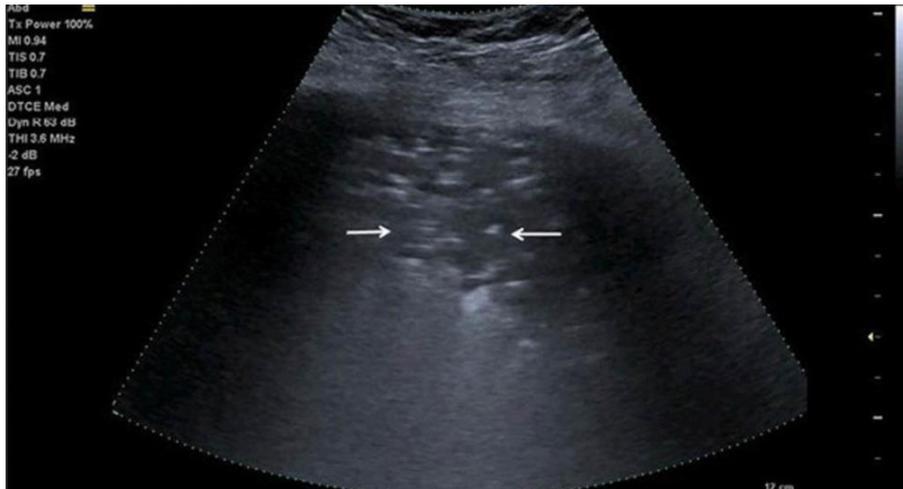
Échographie d'un patient atteint d'une pneumonie due à la COVID-19. (75)
